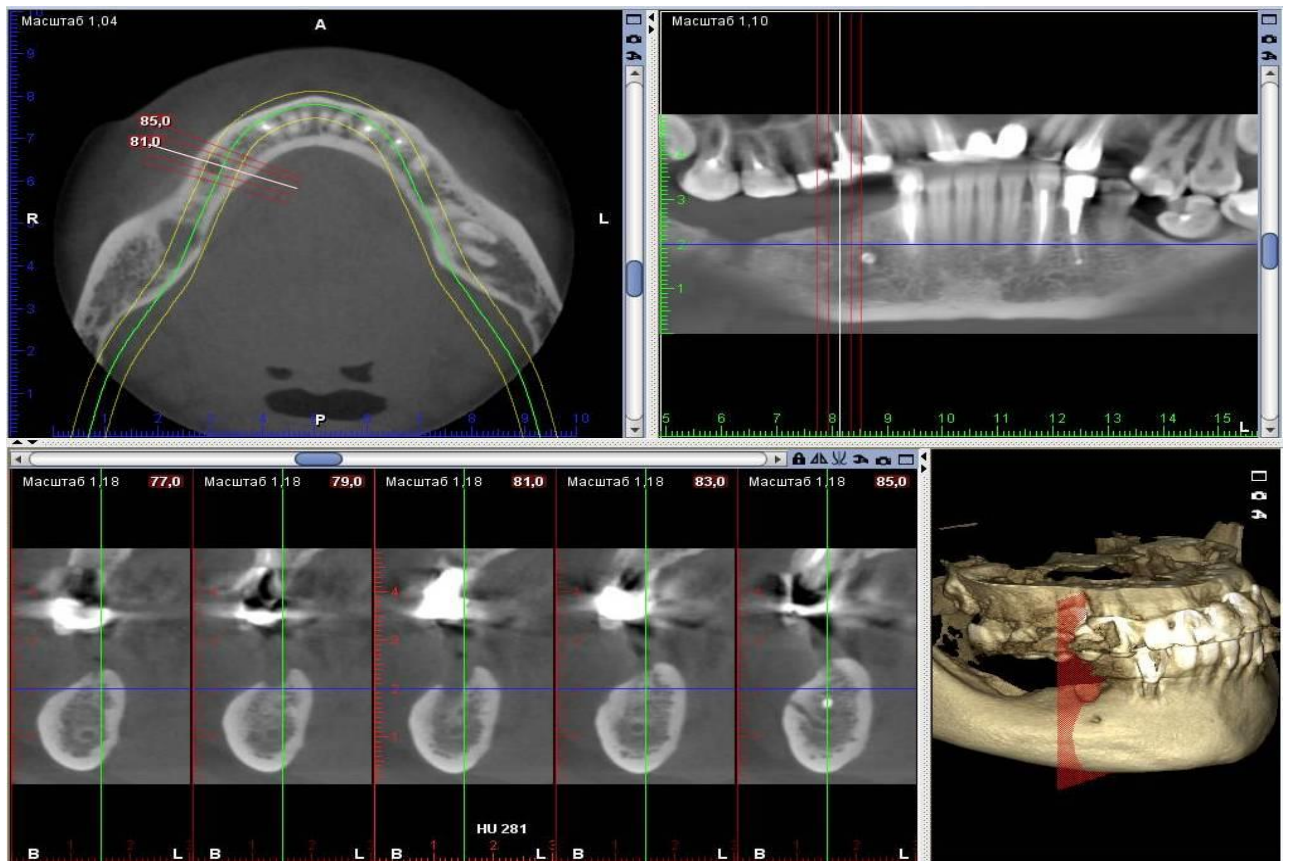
Компьютерная томограмма пациента М. до лечения.
